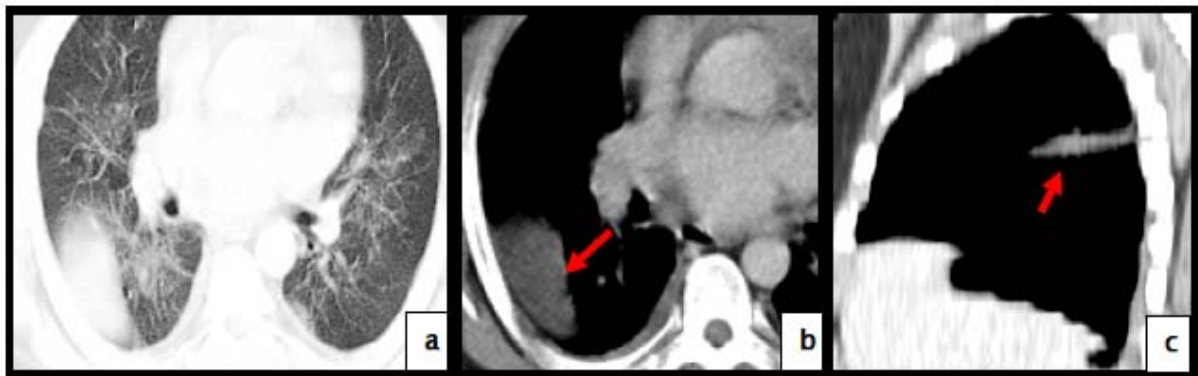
TDM thoracique, coupes axiales (a,b), et reconstruction sagittale (c)fenêtrage parenchymateuse et médiastinale après injection de produit de contraste:
